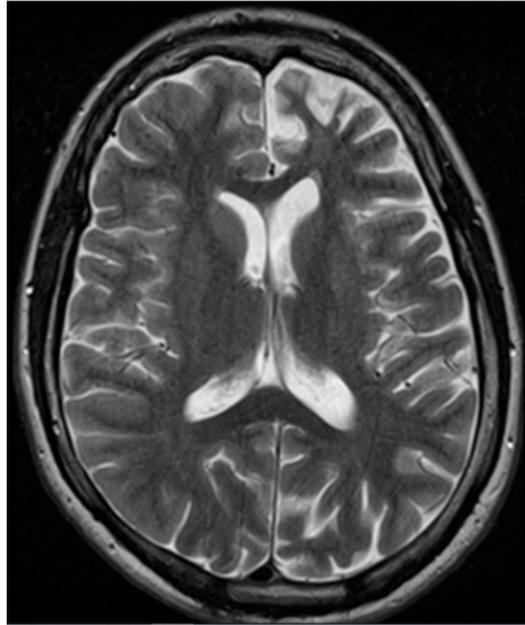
Coupe axiale d'IRM cérébrale objectivant séquence T2, objectivant une héli atrophie cérébrale gauche dans le cadre d'une encéphalite de Rasmussen.
